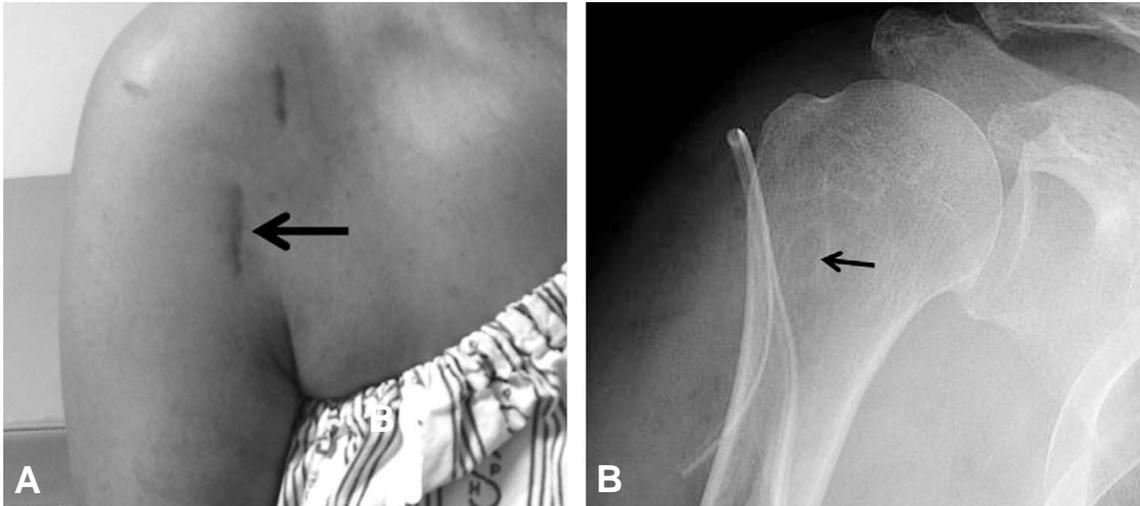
Right shoulder of fifty-nine years old woman. Clinical photo (A) and plain x-ray (B) show the location of the biceps tenodesis. Arrow indicates the mini-open incision and the location of bone hole.
